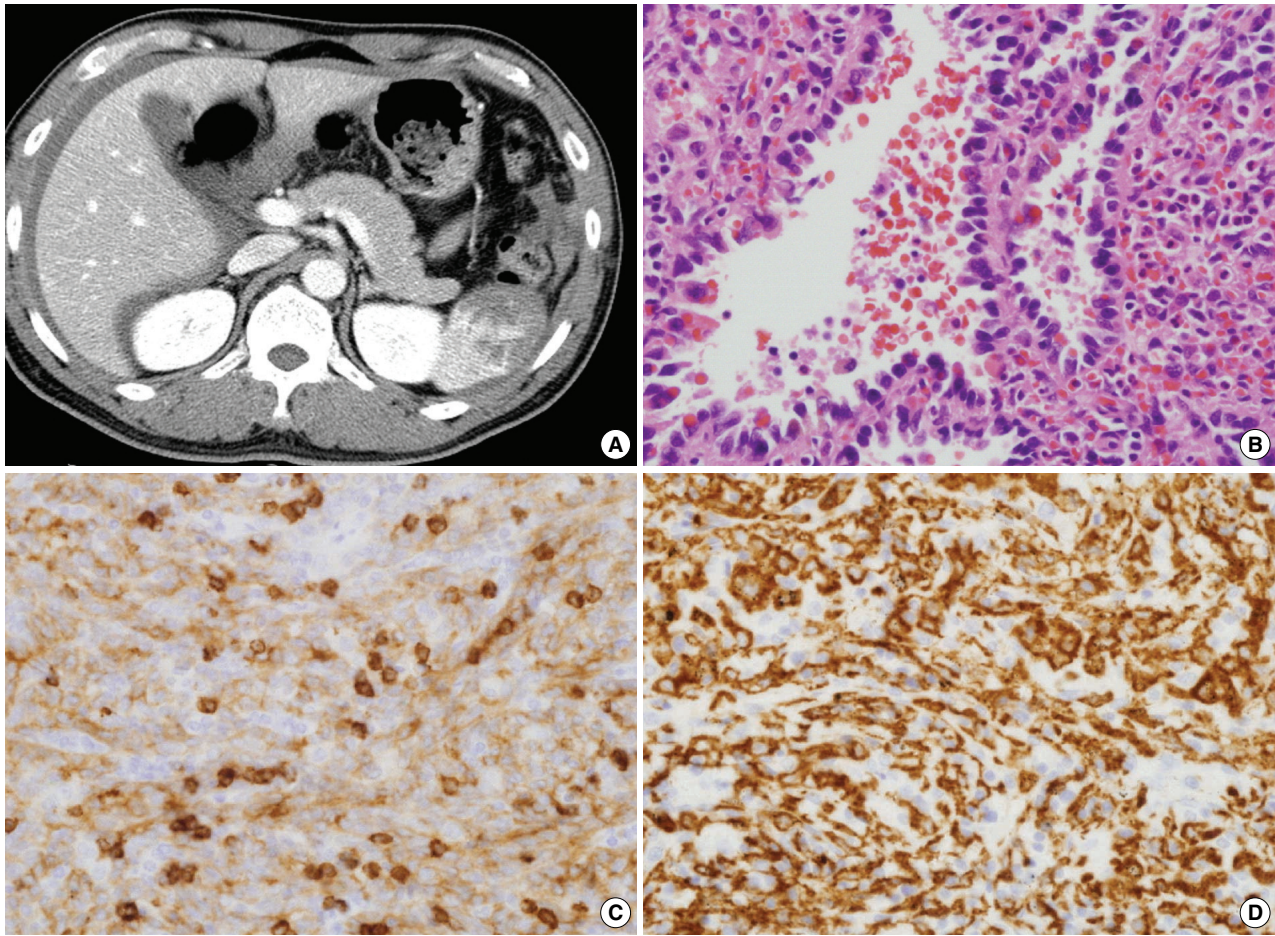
Angiosarcoma. (A) An ill-defined heterogeneous highly attenuated mass is identified by contrast enhancing computed tomography. (B) Anastomosing vascular channels and marked cytologic atypia. The endothelial cells are positive for CD8 (C) and CD163 (D).
